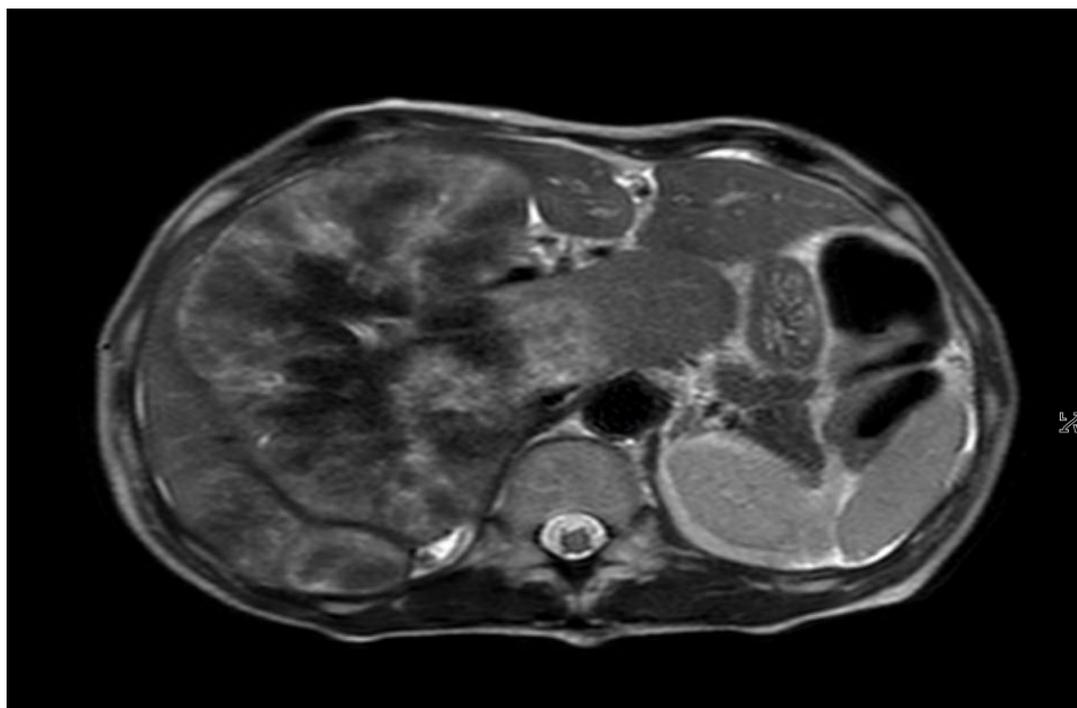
Контрольная МРТ органов брюшной полости с контрастированием после 2-го и 3-го курсов химиотерапии: в правой и левой доле печени определяются множественные метастатические очаги размерами до 13,4 см в Д с участками некроза и распада в центральных отделах; метастатическое поражение лимфоузлов в брыжейке тонкой кишки
